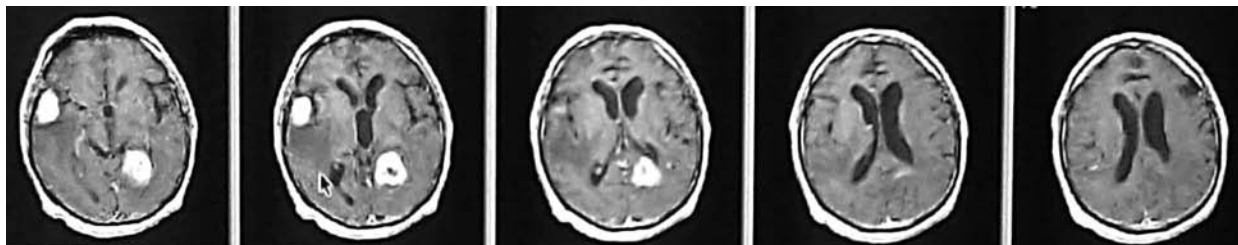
Хворий К., 51 року. МРТ. Багатовогнищеве ураження головного мозку
